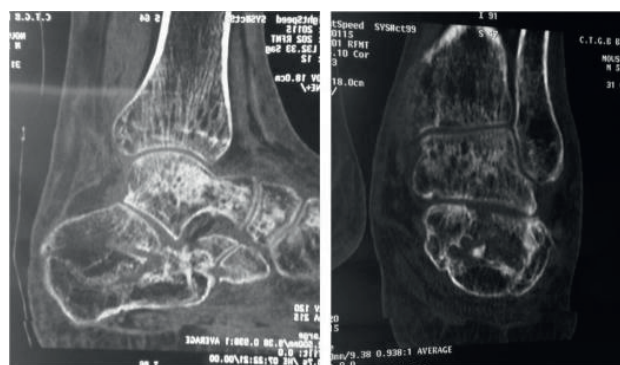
TDM montrant l'arthrose sous talienne au dernier recul de 12 mois.
